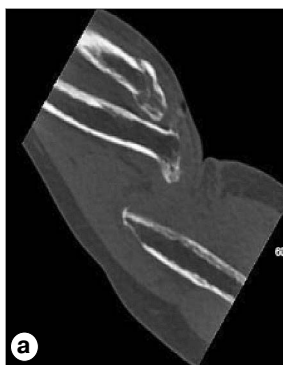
а – КТ, б – трёхмерная реконструкция левого локтевого сустава с недостаточной зоной интереса.
